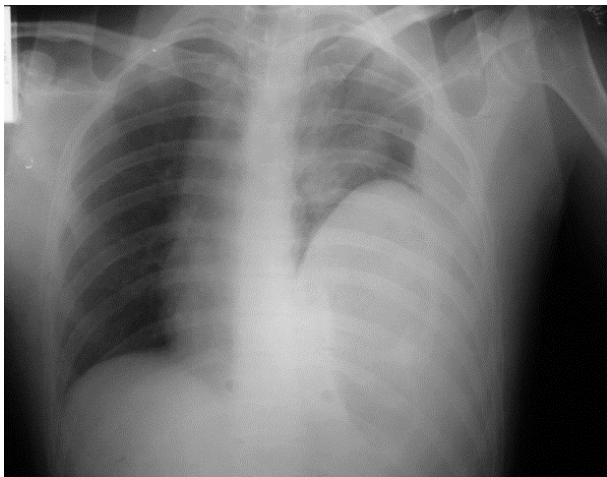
Radiografía de paciente con trauma de diafragma.
